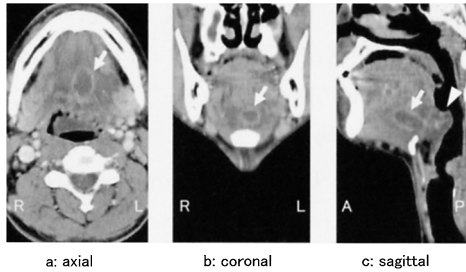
Findings of computed tomography (CT) on first visiting day. The ring-enhanced low density area was detected in oral floor intra-geniohyoid space (white arrow). This abscess like lesion was close to the epiglottis (arrowhead). a : axial, b : coronal, c : sagittal, R : right, L : left, A : anterior, P : posterior
